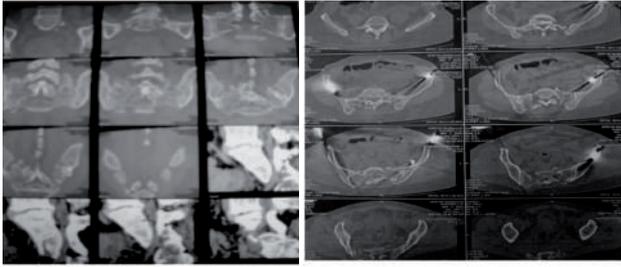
Компьютерное томографическое исследование таза
